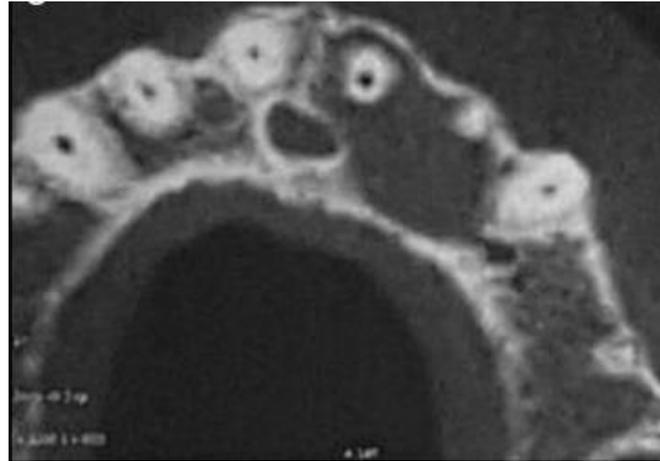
Lesión periapical Tomografía computarizada de 1,6 x 09 x 1,3 cm. *Imagen 16. Muestra una leve expansión buccopalatina del maxilar y adelgazamiento de las placas corticales en el área lesionada.*
